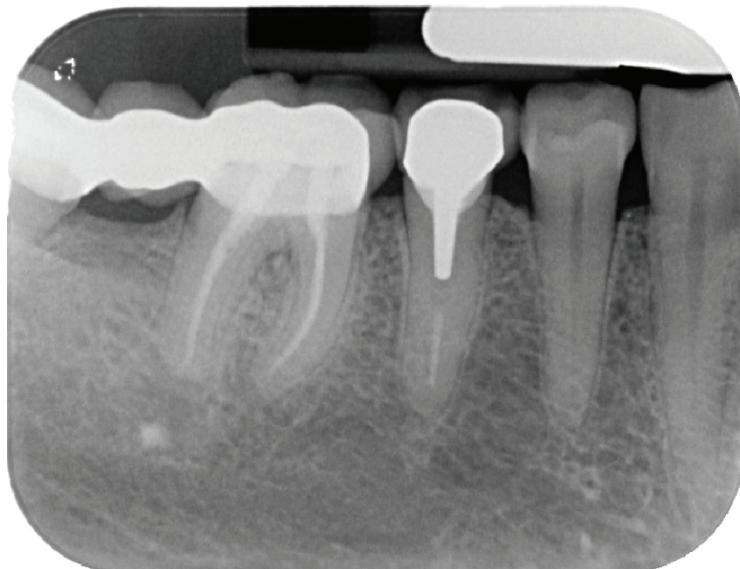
Radiographie rétro-alvéolaire initiale secteur 4
